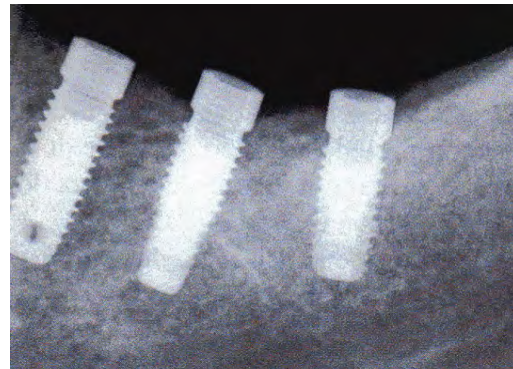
Radiografi e implanteve Steri-Oss
